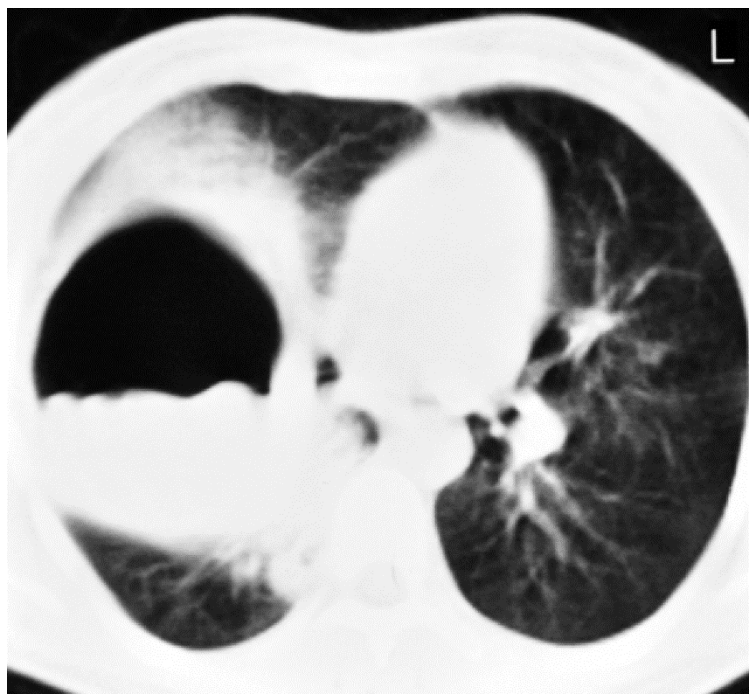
A 30-year-old man presented with a cough. The chest radiography revealed the 'double-domed arch sign'. Cystotomy and capitonnage were performed and a diagnosis of a ruptured hydatid cyst was made. While the crescent-shaped air between the pericyst and the endocyst reveals the upper dome (pericyst wall), the air entering through the rupture of the endocyst reveals the lower dome (endocyst wall).
